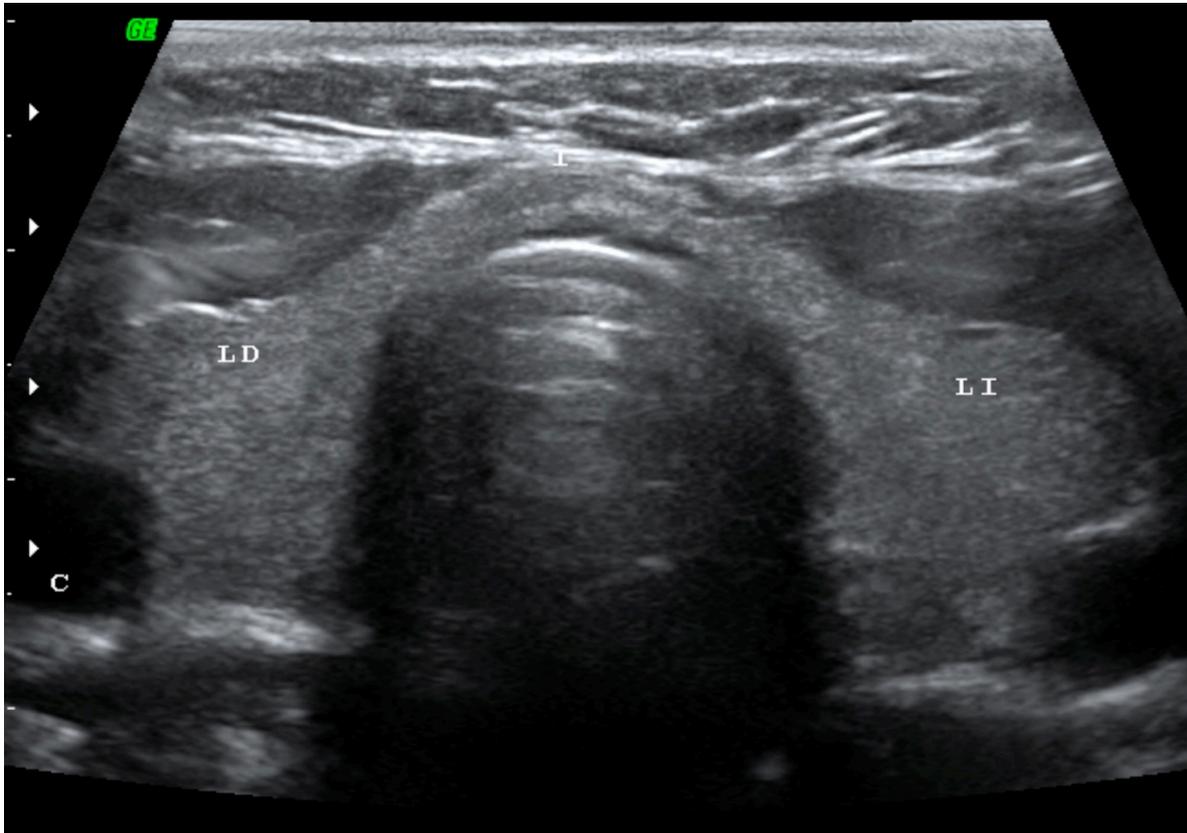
Anatomía de tiroides por ultrasonido. Tomado de la base de datos del servicio de Imagenología del Hospital General del Estado de Sonora.
